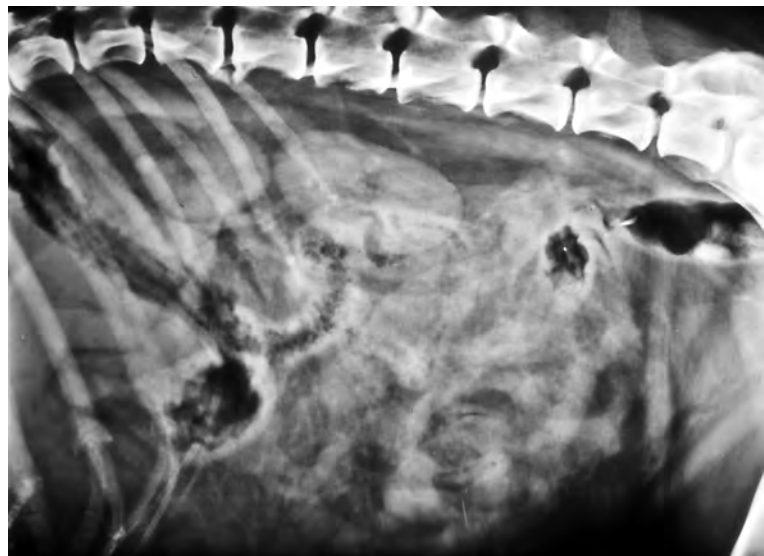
Laterale Röntgenaufnahme des Abdomens eines 11-jährigen Deutschen Schäferhundes. Die Detailerkennbarkeit des Bildes ist schlecht, das Abdomen ist „verwaschen“. Der Grund ist eine große Menge intraabdominaler Flüssigkeit (Aszites). Die Nieren sind gut abgrenzbar, was dadurch zu erklären ist, dass im Retroperitonealraum keine Flüssigkeit, aber Fett vorliegt. Die Diagnose bei diesem Patienten war Hämaskos infolge eines rupturierten Milztumors.
